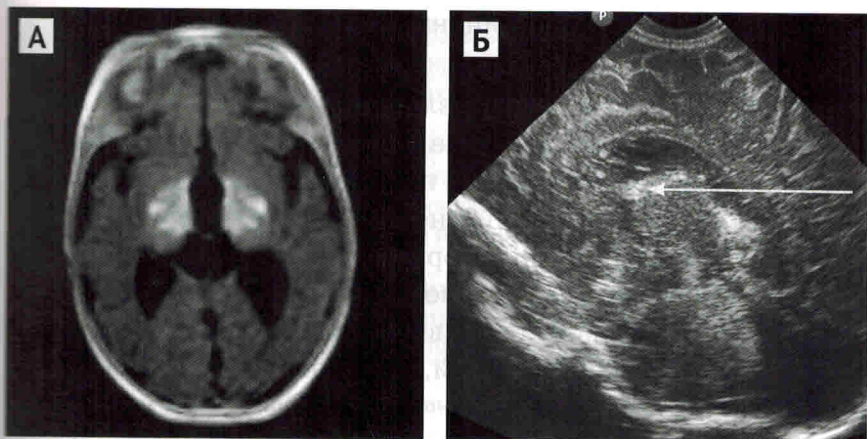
А — МРТ головного мозга доношенного ребенка (T1 В1), аксиальный скан, визуализируются зрительные бугры с геморрагическими участками (усиление T1 сигнала), симметричные. Б — краниальная сонограмма того же пациента, сагиттальный скан, визуализируются гиперэхогенные участки в проекции верхнего отдела зрительных бугров. Результат острой интранатальной аноксии мозга (оценка по шкале Апгар 1/2 балла)
